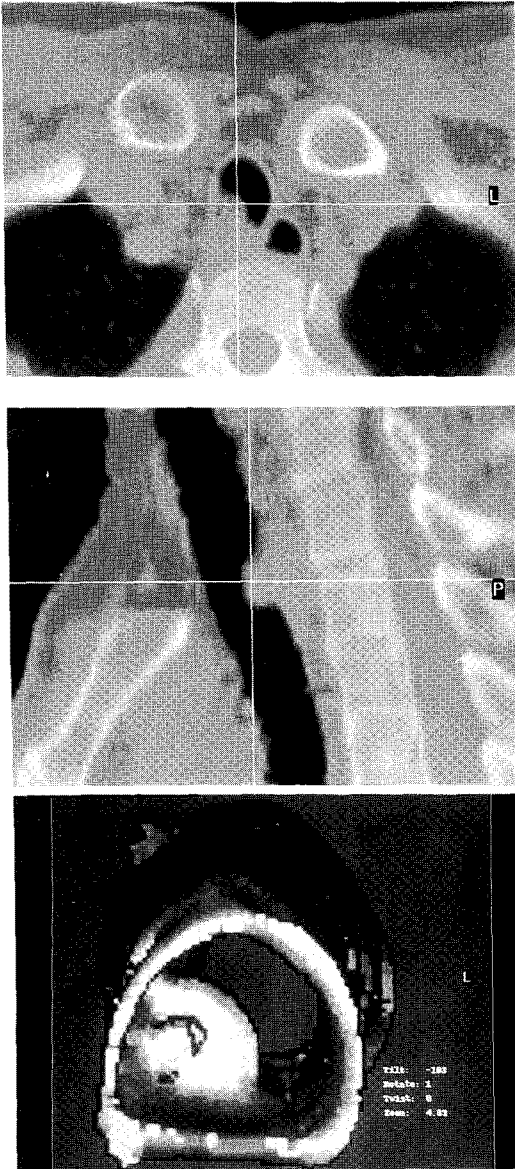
Chest CT scan : The tumor protruding from the right posterior wall of the trachea (A) Axial view, (B) Saggital view, (C) 3D reconstruction view.
